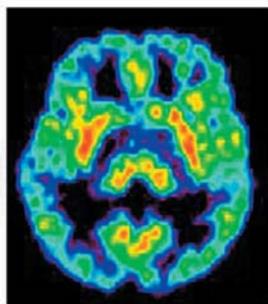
セロトニントランスポーター(5-HTT)と特異的に結合する薬剤を用いて、健常者の脳をイメージングしたPET画像。赤色の部位はトランスポーターの密度が高く、青色は低いことを示す。画像から得られる数値をモデルに当てはめて計算すると、脳の部位ごとのトランスポーターの密度が算出できる。
